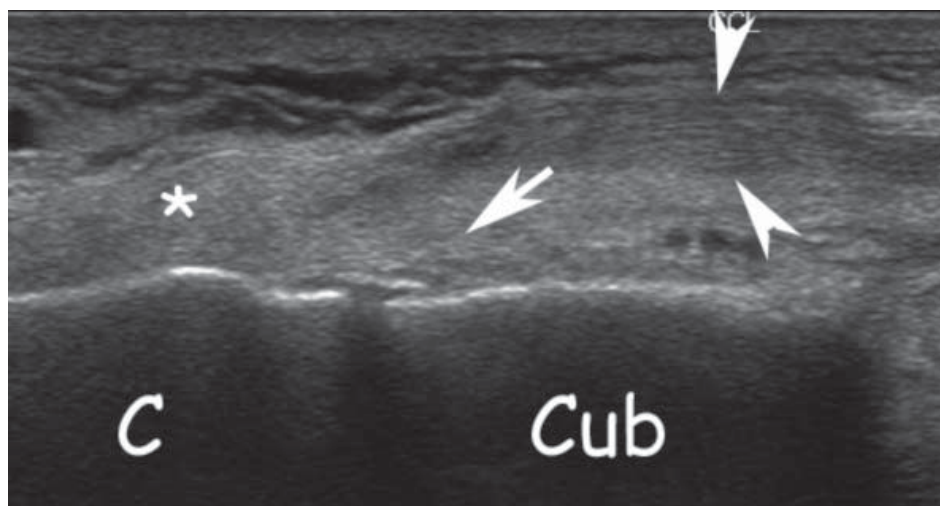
Przykłady uszkodzeń więzadła piętowo-sześciennego grzbietowego oceniane w badaniu USG. W każdym przypadku strzałki wskazują miejsce uszkodzenia. Ryc. 5a przedstawia ostre uszkodzenie II° przyczepu sześciennego, Ryc. 5b ostre uszkodzenie III° przyczepu piętowego natomiast Ryc. 5c przewlekłą drobną awulsję kostną przyczepu piętowego. C - kość piętowa, Cub - kość sześcienna
